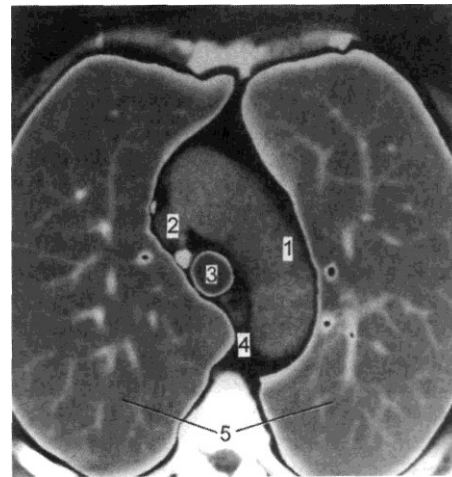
Томограмма на уровне дуги аорты.
